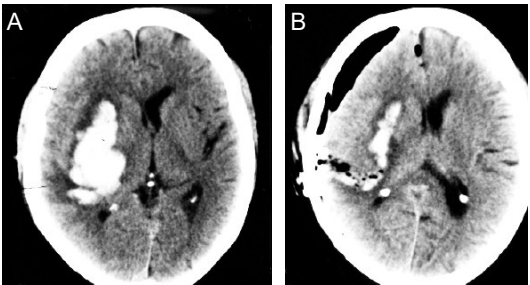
典型患者手术前后CT示:A患者术前右侧基底节出血,血肿40~60 mL;B患者术后右侧基底节暗影面积明显减少
